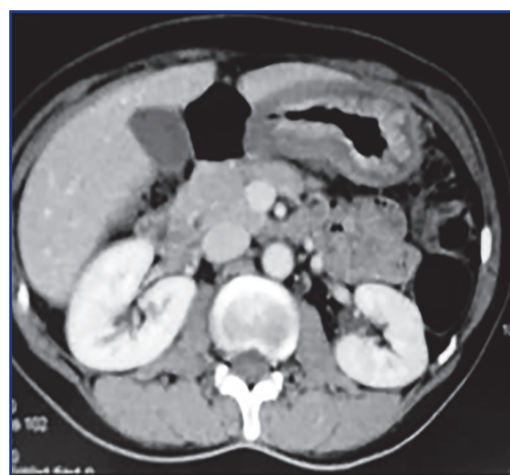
Компьютерная томограмма желудка при диффузном раке желудка [1]
